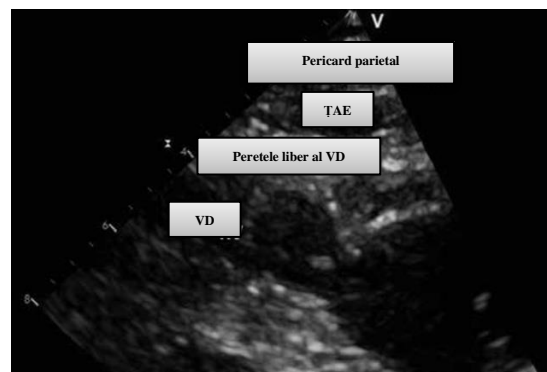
Imaginea ecografică a țesutului adipos epicardic (mărire) (TAE – țesut adipos epicardic; VD – ventricul drept) [70]
